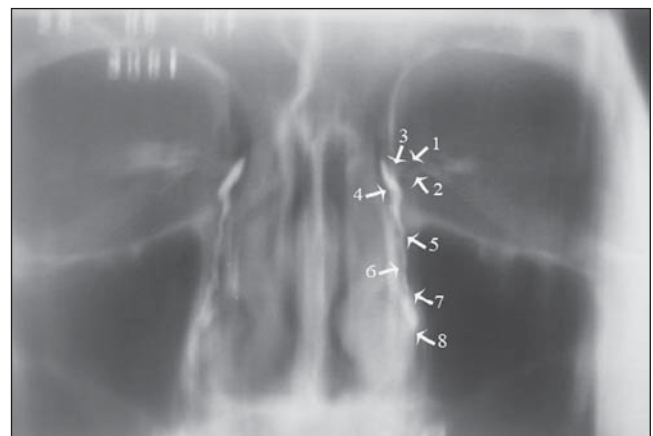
Dacriocistotomografia linear normal evidenciando a anatomia das vias lacrimais: 1, canalículo lacrimal superior; 2, canalículo lacrimal inferior; 3, válvula de Rosenmüller; 4, saco lacrimal; 5, válvula de Krause; 6, ducto nasolacrimal; 7, válvula de Taillefer; 8, válvula de Hasner.
